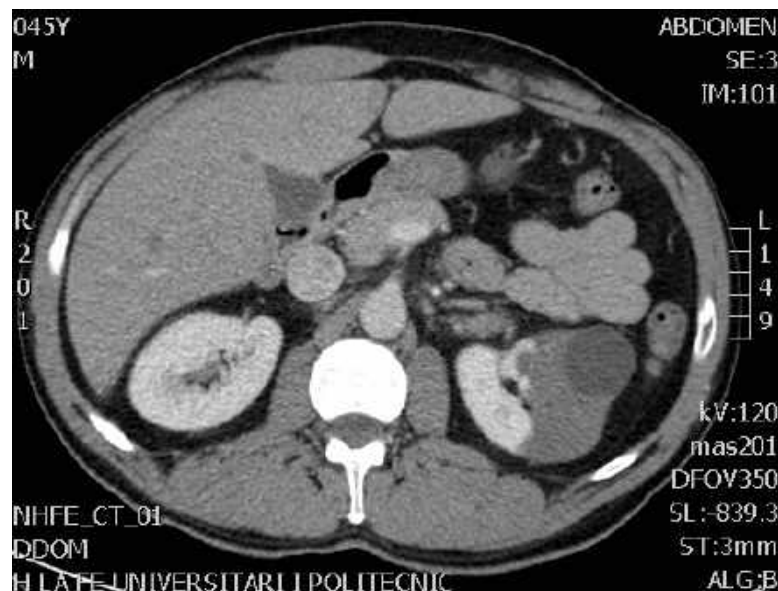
Tomografía computarizada: se observa una extensa región infartada en el tercio medio que engloba un quiste simple.
